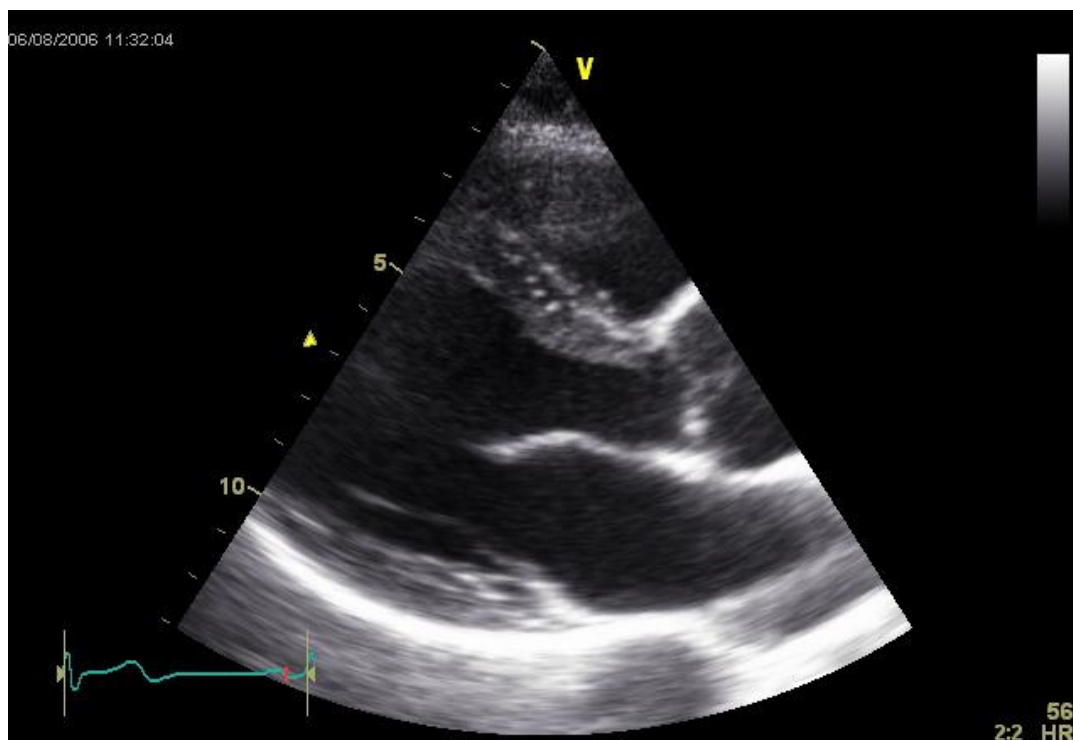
parasternal lange Achse mit TDI
